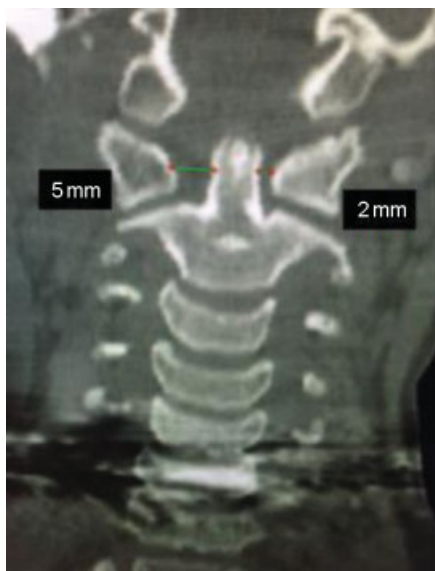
Tomografia computadorizada; corte frontal mostrando redução aceitável da subluxação em C1-C2.
